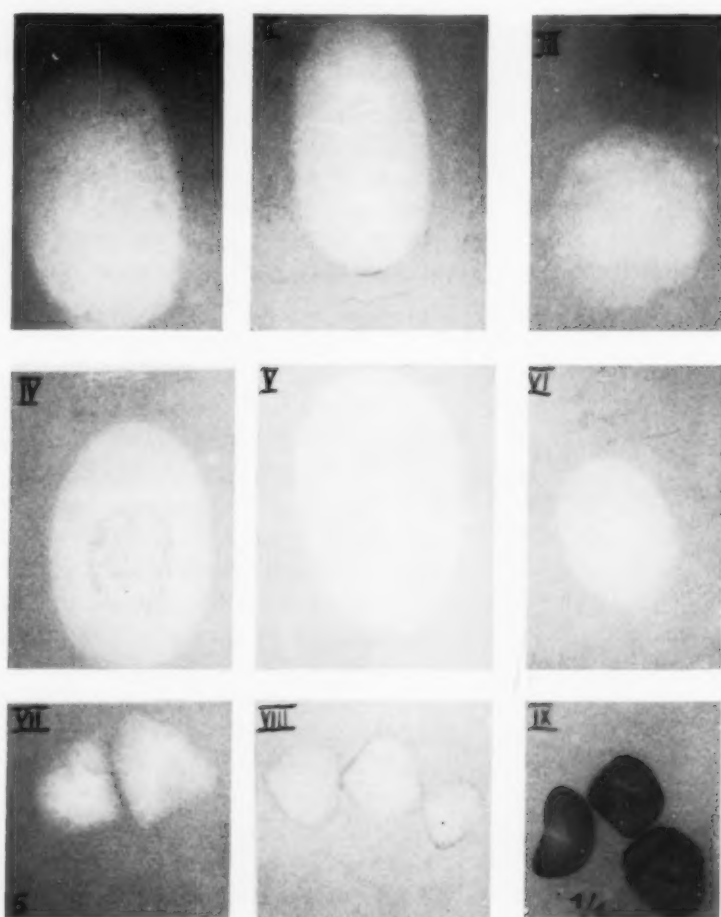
Röntgenogramm in Galle +  $5^{0/100}$  Jodtetragnost.
